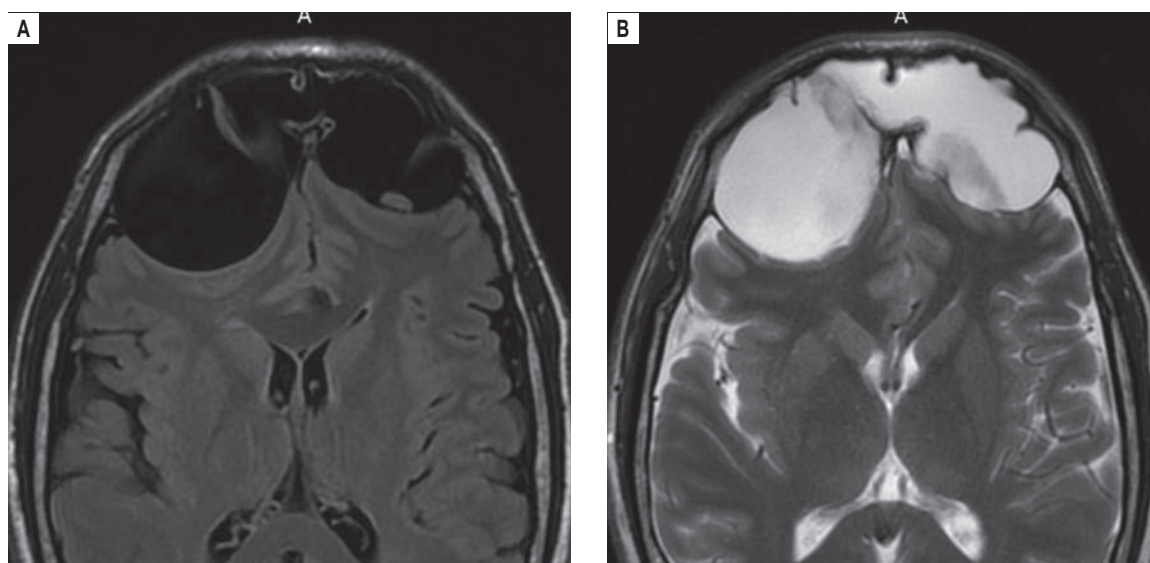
Данные магнитно-резонансной томографии головного мозга: А – T2 Propeller; В – T2 FLAIR
